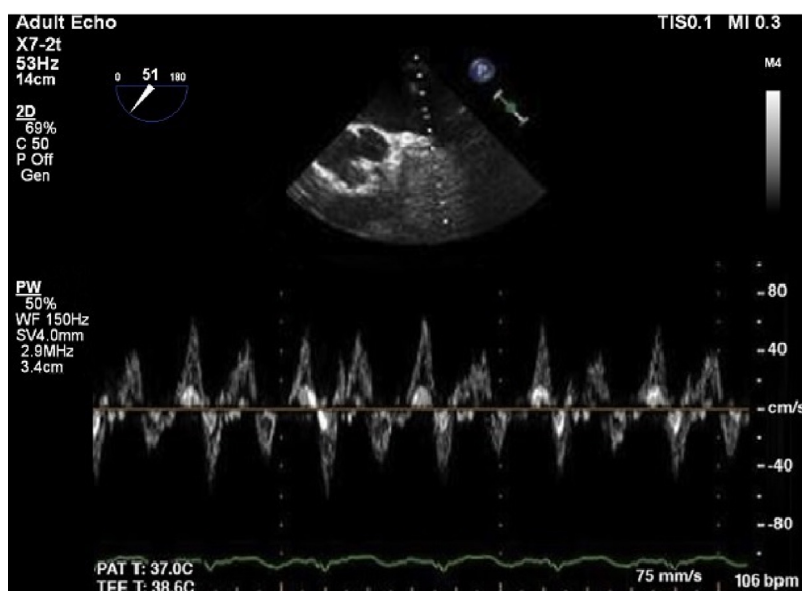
Avaliação por Doppler pulsado de AAE.
